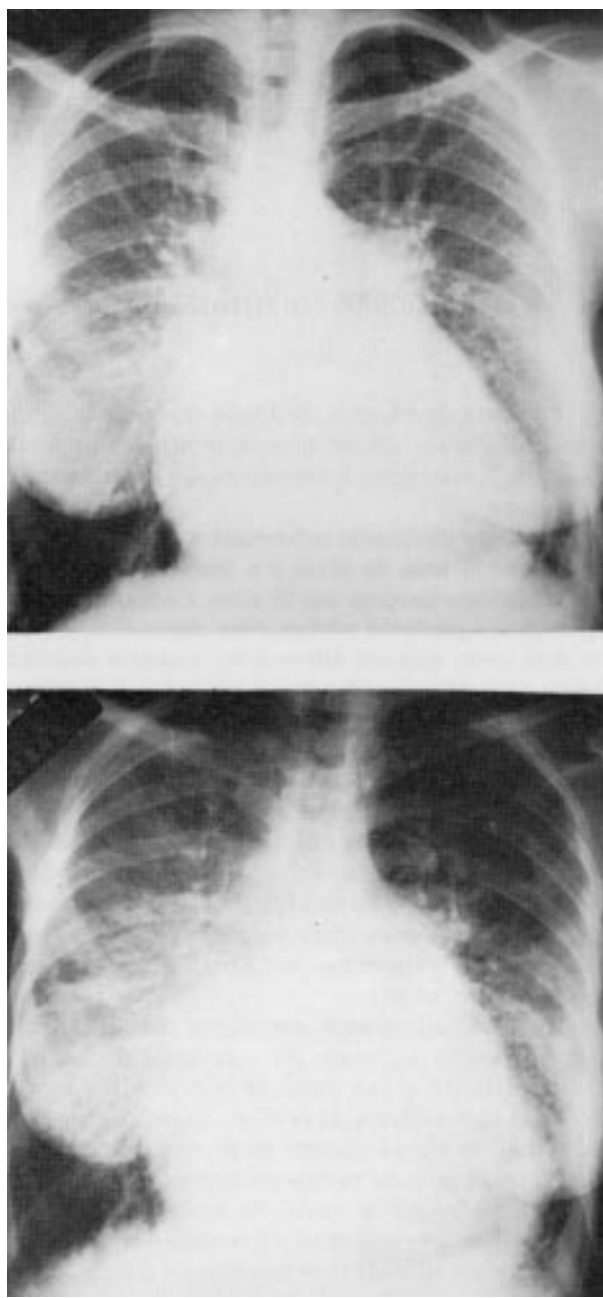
Radiografias do tórax (A: dois anos antes da hospitalização. B: um ano antes da hospitalização).
